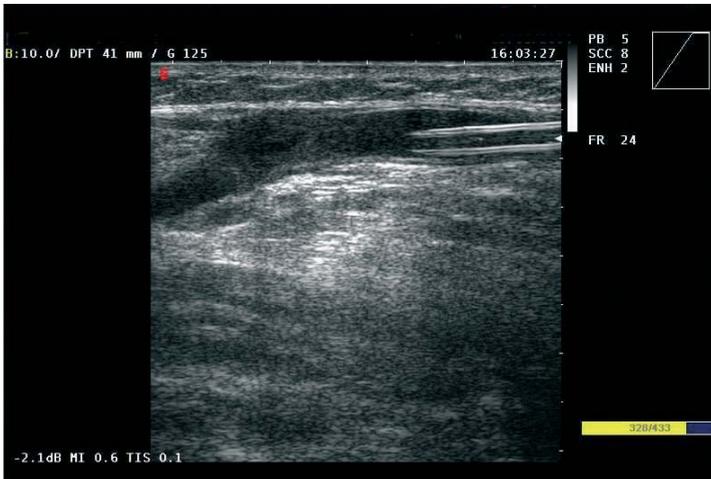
Ecodoppler intra-operatorio: la giunzione safeno-femorale sinistra è raggiunta dai cateteri Endo Laser Vein System (ELVeS), leggibili come "binario" nell'immagine, per l'erogazione dell'energia Laser sufficiente alla obliterazione della safena e dei collateralì bassi con conservazione della giunzione sotto l'affluenza della vena epigastrica superficiale che ne mantiene la funzione.
